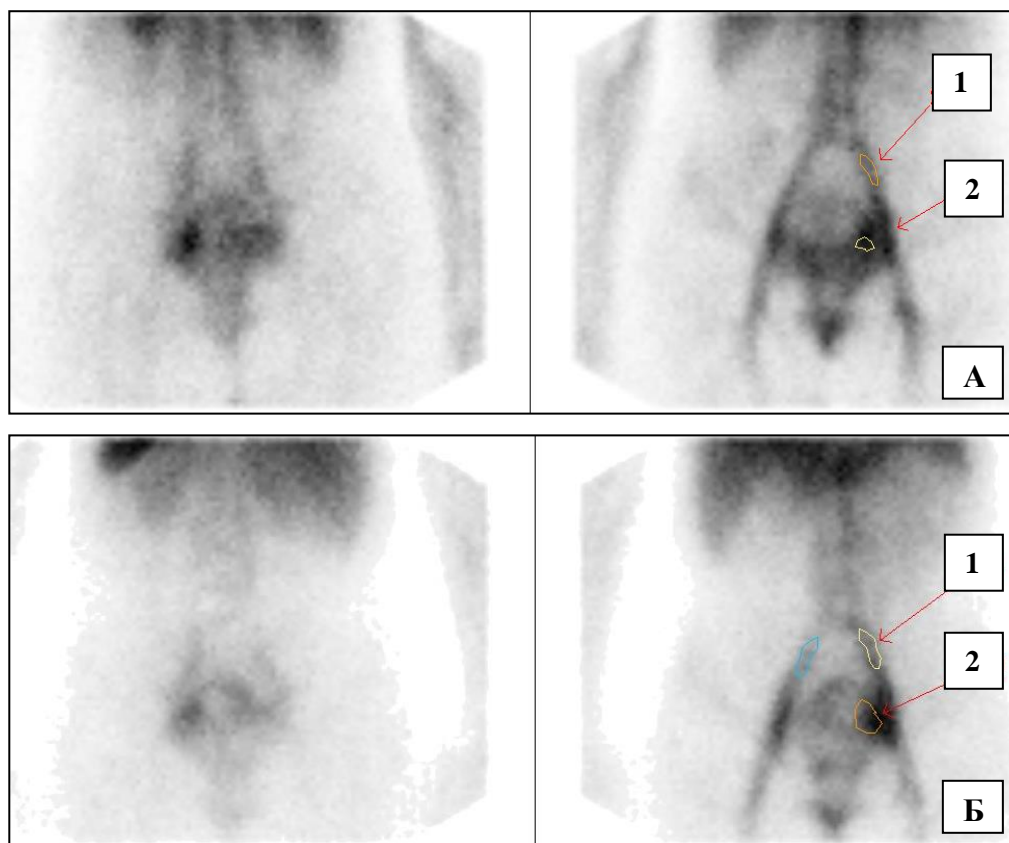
Сцинтиграммы пациентки С. до (А) и на фоне (Б) лечения с использованием компрессионных шорт 2 класса (без динамики). 1- район интереса «общая подвздошная вена»; 2 – район интереса «вены параметрия». Ктвп исходно – 1,5; через 2 недели лечения – 1,42
